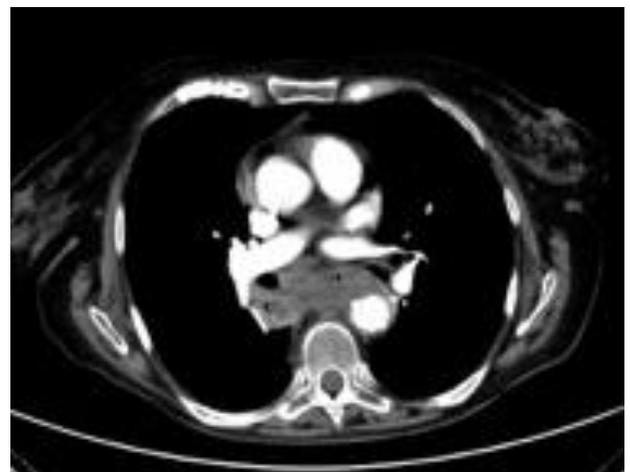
Engrosamiento esofágico a nivel subcarinal con conglomerado adenopático que impronta y desplaza el esófago hacia la derecha (TC torácico con contraste intravenoso).
